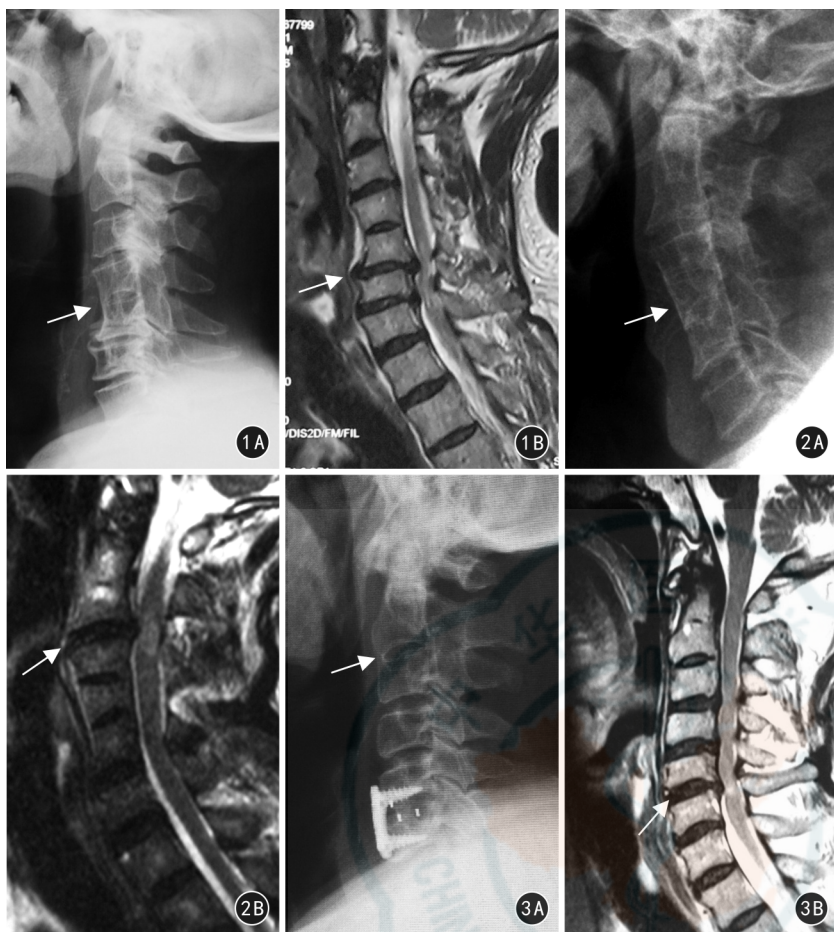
患者男,63 岁,四肢无力 1 年,无外伤史 1A 侧位 X 线片示 C<sub>4-5</sub> 椎体分节不良(箭) 1B 矢状面 MRI 显示 C<sub>5-6</sub> 椎间盘突出(箭) 图 2 患者女,54 岁,四肢发胀麻木 8 h,有外伤史 2A 侧位 X 线片显示 C<sub>3-5</sub> 椎体分节不良(箭) 2B 矢状面 MRI 显示 C<sub>2-3</sub> 椎间盘突出(箭),相应节段脊髓高信号 图 3 患者女,49 岁,双上肢麻木 3 个月,无外伤史 3A 侧位 X 线片示 C<sub>2-3</sub> 椎体分节不良(箭) 3B 矢状面 MRI 显示 C<sub>5-6</sub> 椎间盘突出(箭),相应节段脊髓高信号
